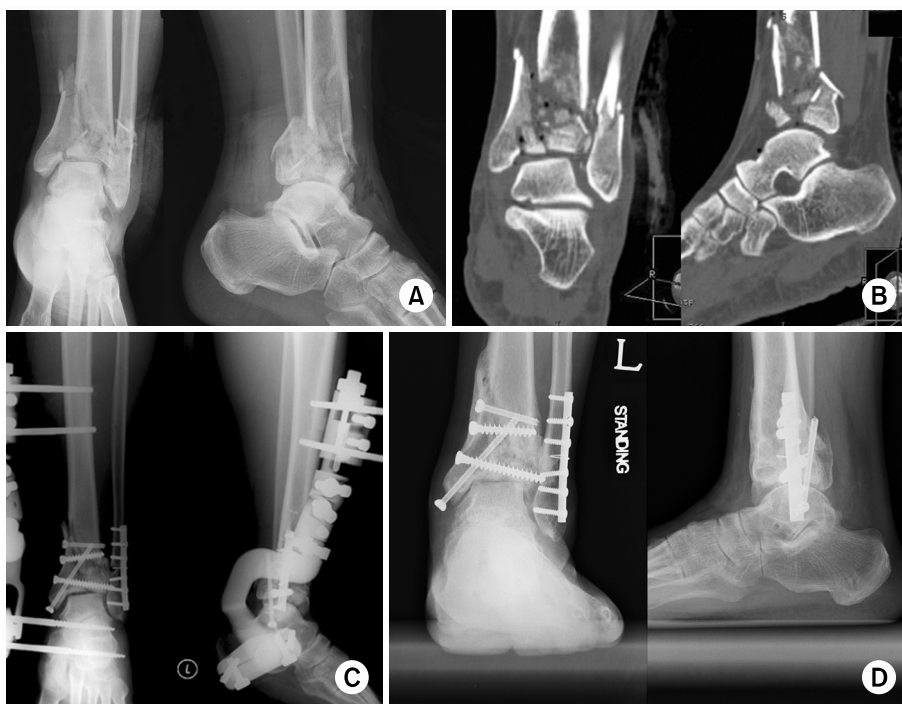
(A) This 43 year-old male had a fall injury and sustained a Ruedi-Allgower type III open pilon fracture. (B) The CT scan shows severe comminution of tibia plafond with displaced articular fragments. (C) The fracture was treated by external fixation and minimal internal fixation with multiple screws. (D) At postoperative 15 months, the patient complained of ankle pain due to traumatic arthritis with AOFAS score 64 points.
